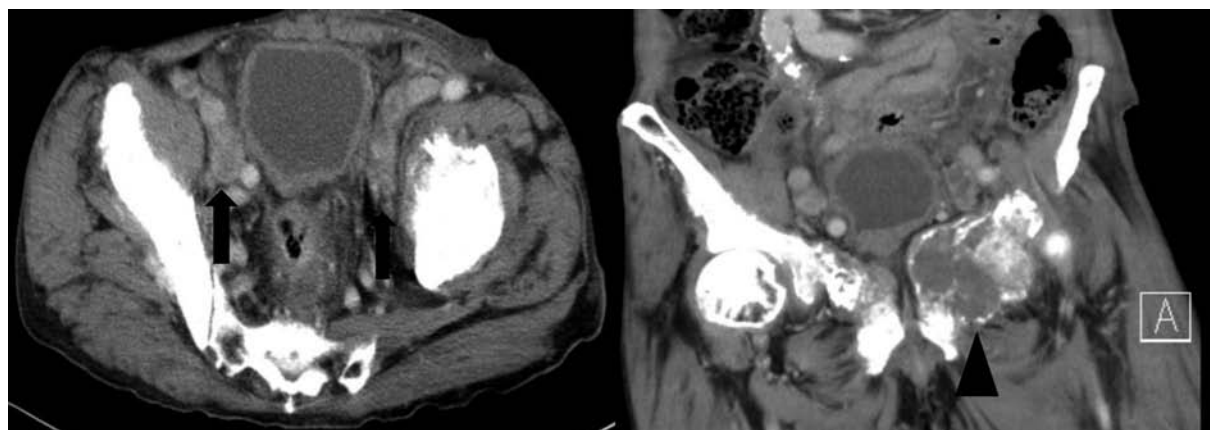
CT showed metastasis of lymph nodes (arrow) and pubic bone (arrowhead).
